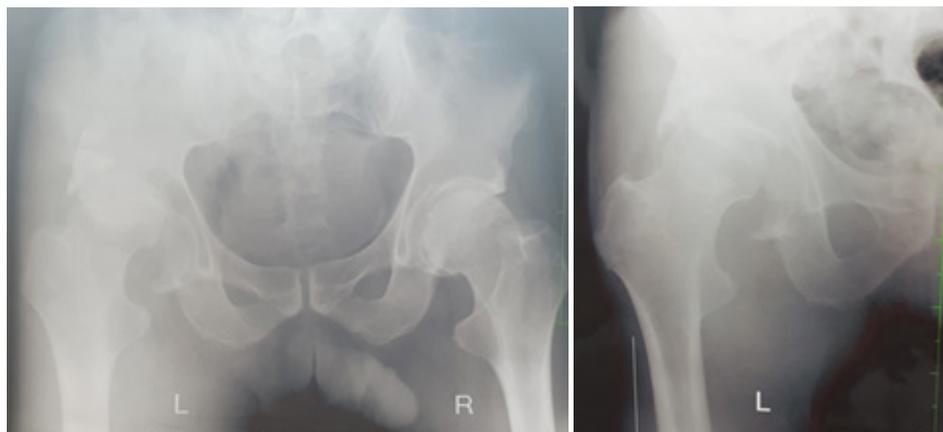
Рентгенограммы таза больного А., 56 лет при поступлении
